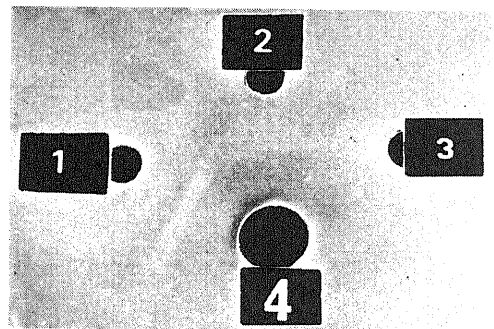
Double diffusion precipitation reaction in agar gel of absorbed precipitation rabbit antisera ④ against ultrasonic homogenates of liver ①, insoluble liver cell membranes ② and liver specific lipoprotein (LPG100I) ③ prepared according to the method of Meyer zum Büschenfelde, K. H. et al. No line is found between LPG100I ③ and the antisera ④.
